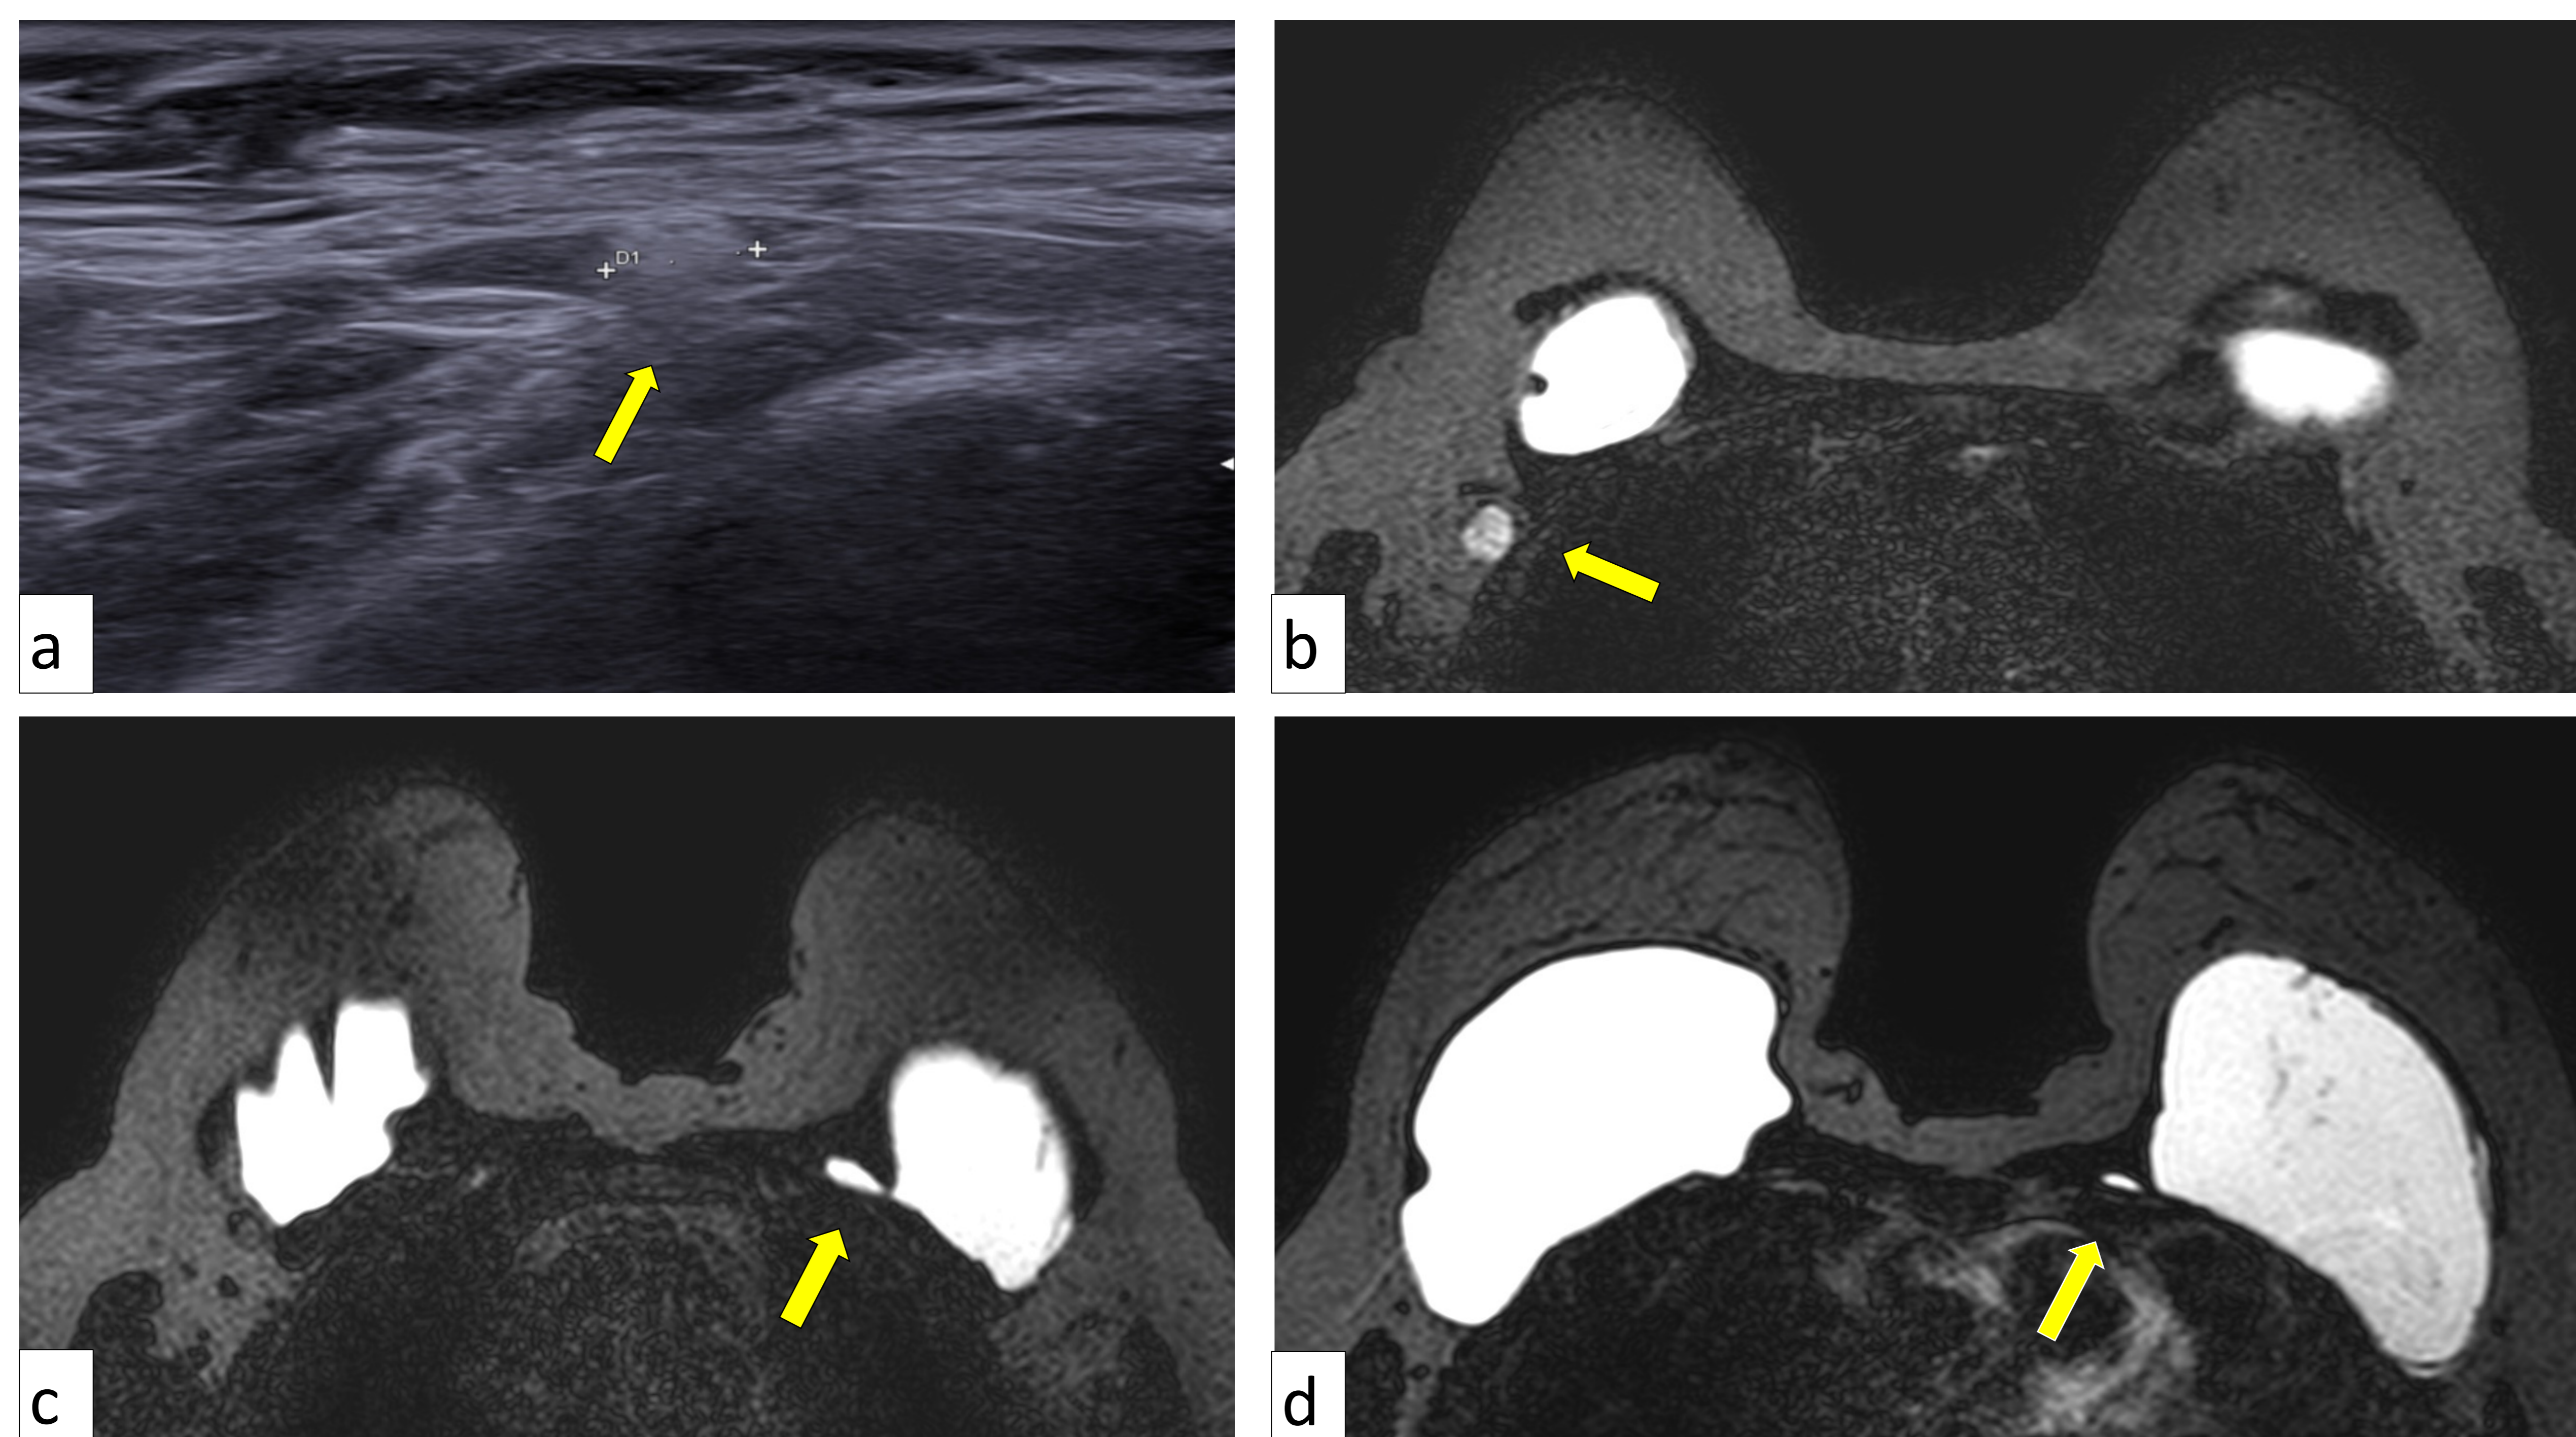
Rotura extracapsular. Ecografía con siliconoma axilar, imagen en “tormenta de nieve” (flecha en a). En RM, se muestra intensidad silicona en región axilar derecha (flecha en b) y en tejido mamario por fuera de la cápsula (flecha en c y d).
